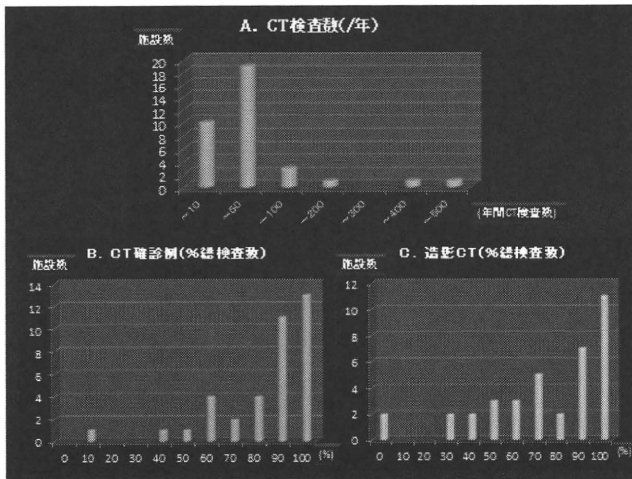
A. クローン病に対する年間 CT 検査数 (2009 年 12 月 1 日～2010 年 11 月 30 日)。B. クローン病確診例に対する CT 検査の比率。C. クローン病症例に対する造影 CT 検査の比率。
